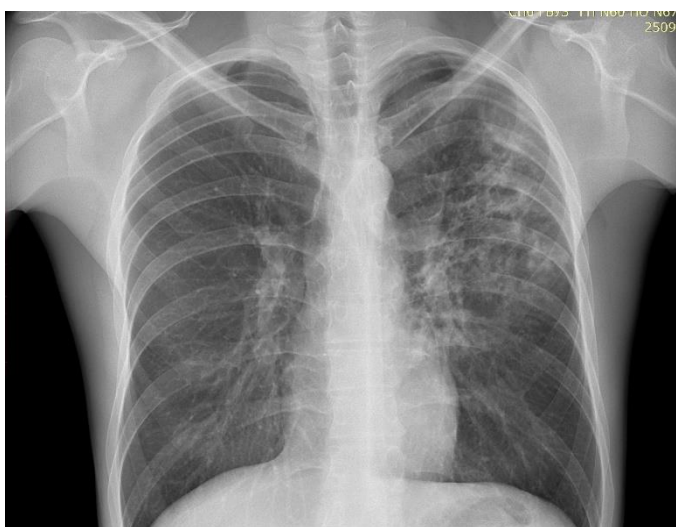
Обзорная рентгенограмма пациентки Р. (30 лет) с выявленными инфильтративными изменениями в верхней доле левого легкого
